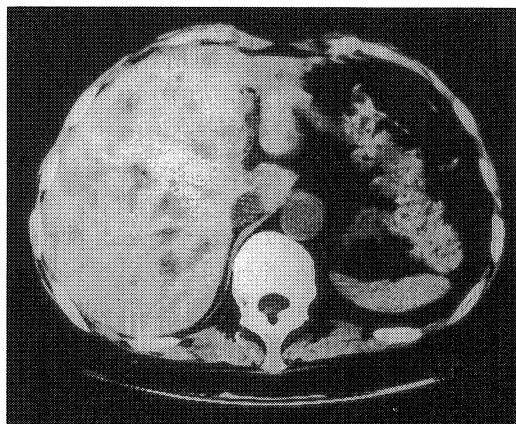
Plain CT scan revealed multiple irregular-shaped low density areas in the liver.
